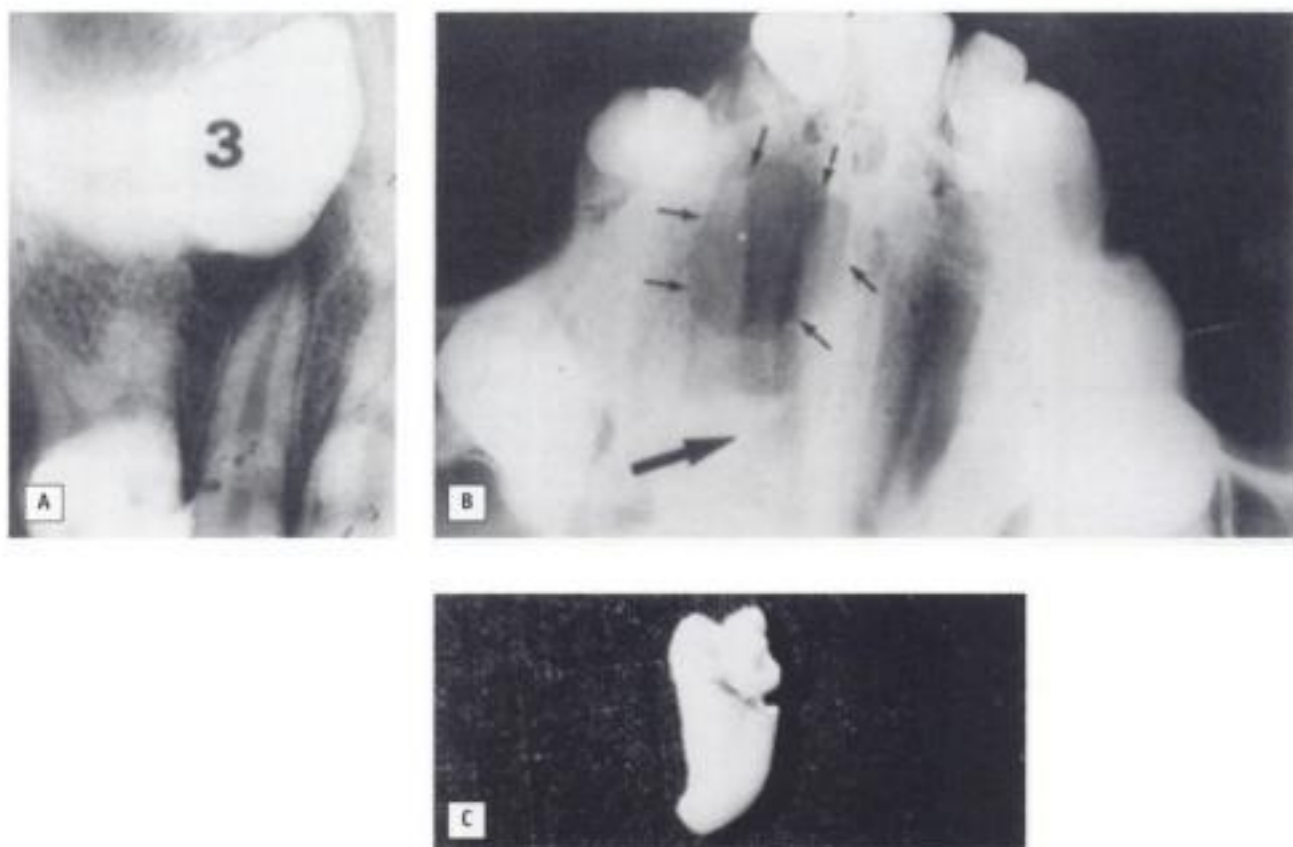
Perforación de la fosa nasal. A) Radiografía periapical preoperatoria. B) Radiografía oclusal donde se aprecia la osteotomía (flechas finas) y la raíz alojada en la fosa nasal (flecha gruesa). C) Raíz una vez expulsada.
